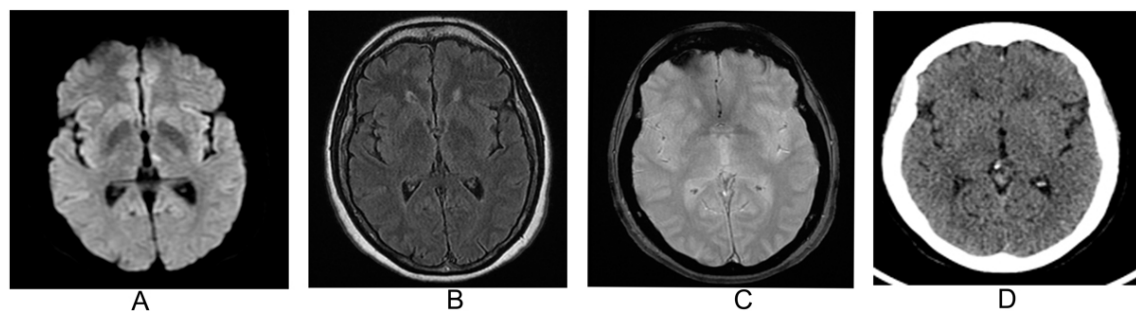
L'IRM cérébrale coupe axiale de diffusion montrait une ischémie thalamique gauche (A), la séquence T2/Flair ne montrait pas d'hypersignal thalamique correspondant (B), la séquence T2* ne révélait pas de microbleeds (C), le scanner cérébral de J1 post thrombolyse ne montrait pas de transformation hémorragique (D).
